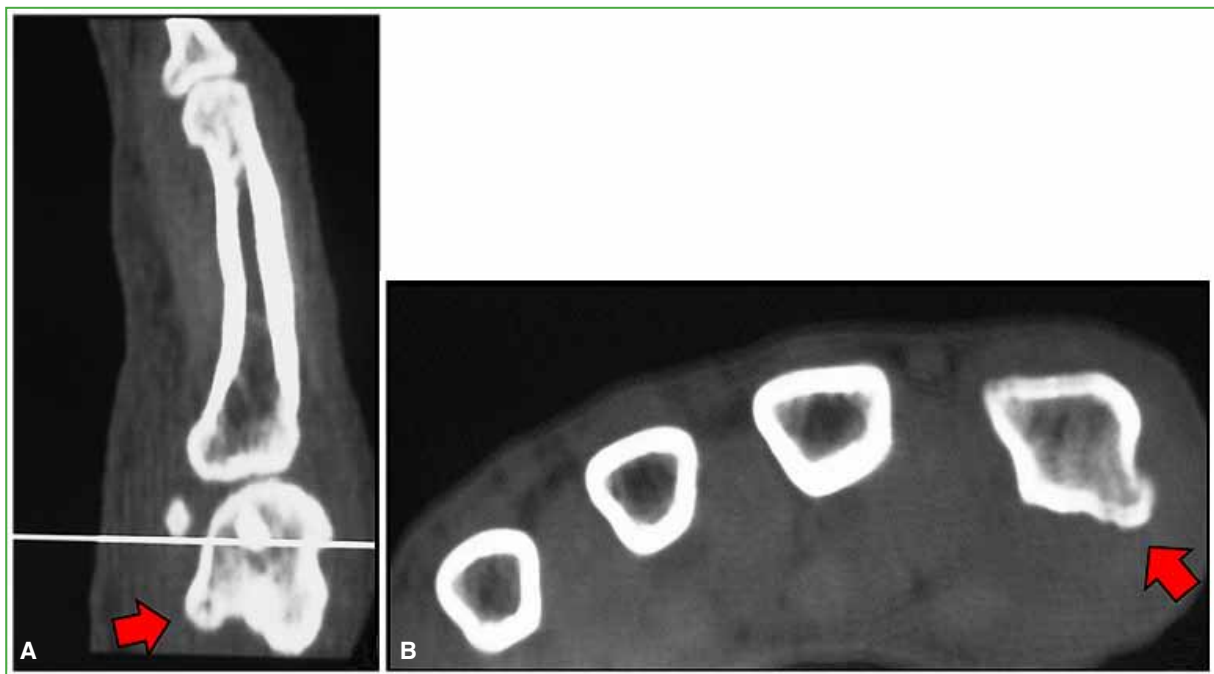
A. Tomografía computarizada de mano, corte sagital. Se observa la prominencia. B. La misma imagen en el plano axial.
